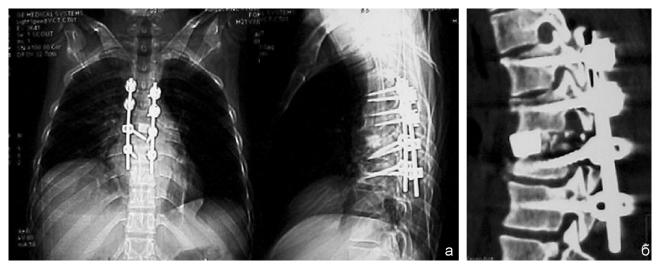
Рентгенограммы и КТ пациента  $\Phi$ ., 21 года, после операции. Тело  $Th_{vl}$  не визуализируется, пострезекционный дефект заполнен кейджем и аутокостью, инструментальная фиксация смежных сегментов
